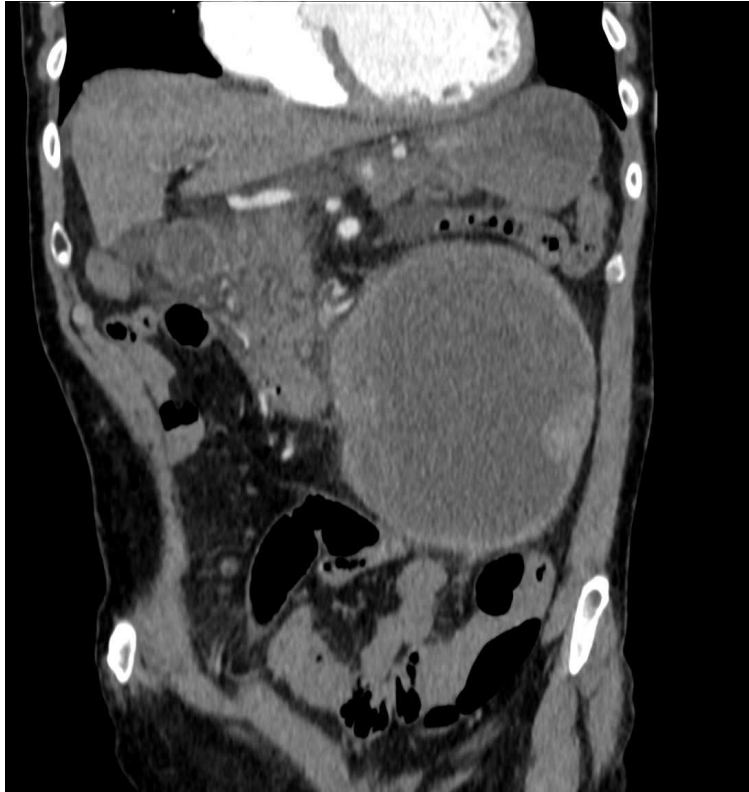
GIST de intestino delgado. TC con contraste intravenoso en plano coronal que muestra una masa exofítica bien delimitada dependiente de un asa intestinal, con áreas centrales hipodensas sugestivas de necrosis intratumoral.
